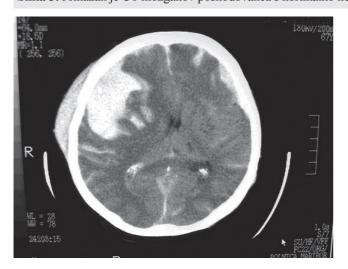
Na CT posnetku možganov je prikazan a) EDH pred operacijo in b) kontrolni posnetek po odstranitvi EDH.
